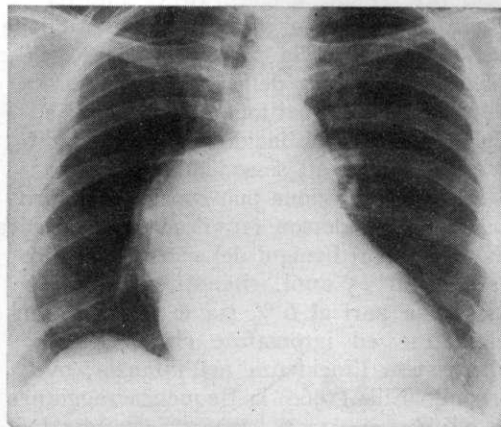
Radiografia del torace in proiezione antero-posteriore: presenza di un'opacità come pompelo in regione ilare destra. Il radiogramma inoltre evidenzia dislocazione verso destra della trachea, lobo azygos, divaricazione degli emisistemi bronchiali e bilobatura dell'emidiaframma destro.
